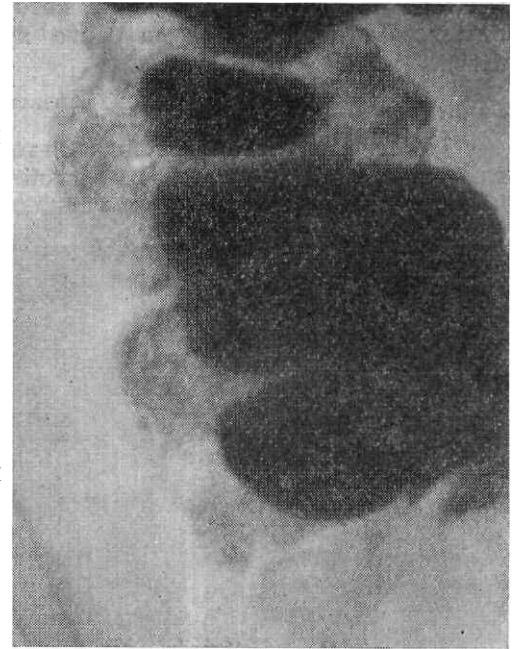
Рентгенограмма слепой кишки в прямой передней проекции. Снимок произведен через 8 часов после приема бариевой взвеси внутрь. Гаустра задней стенки более интенсивно контрастирована.
